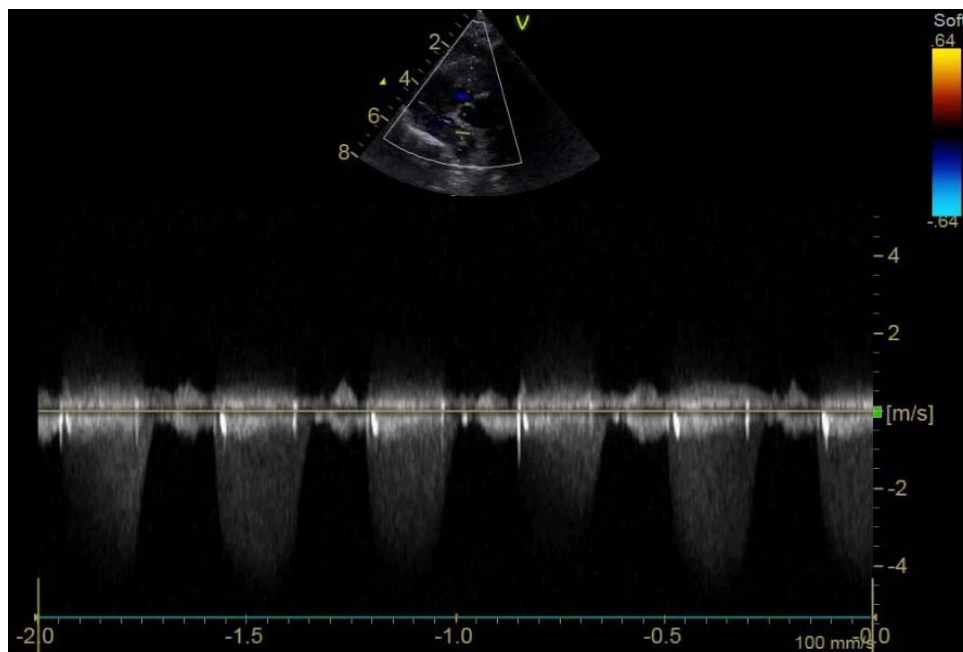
Image échographique de sténose pulmonaire sévère (gradient max à 100
